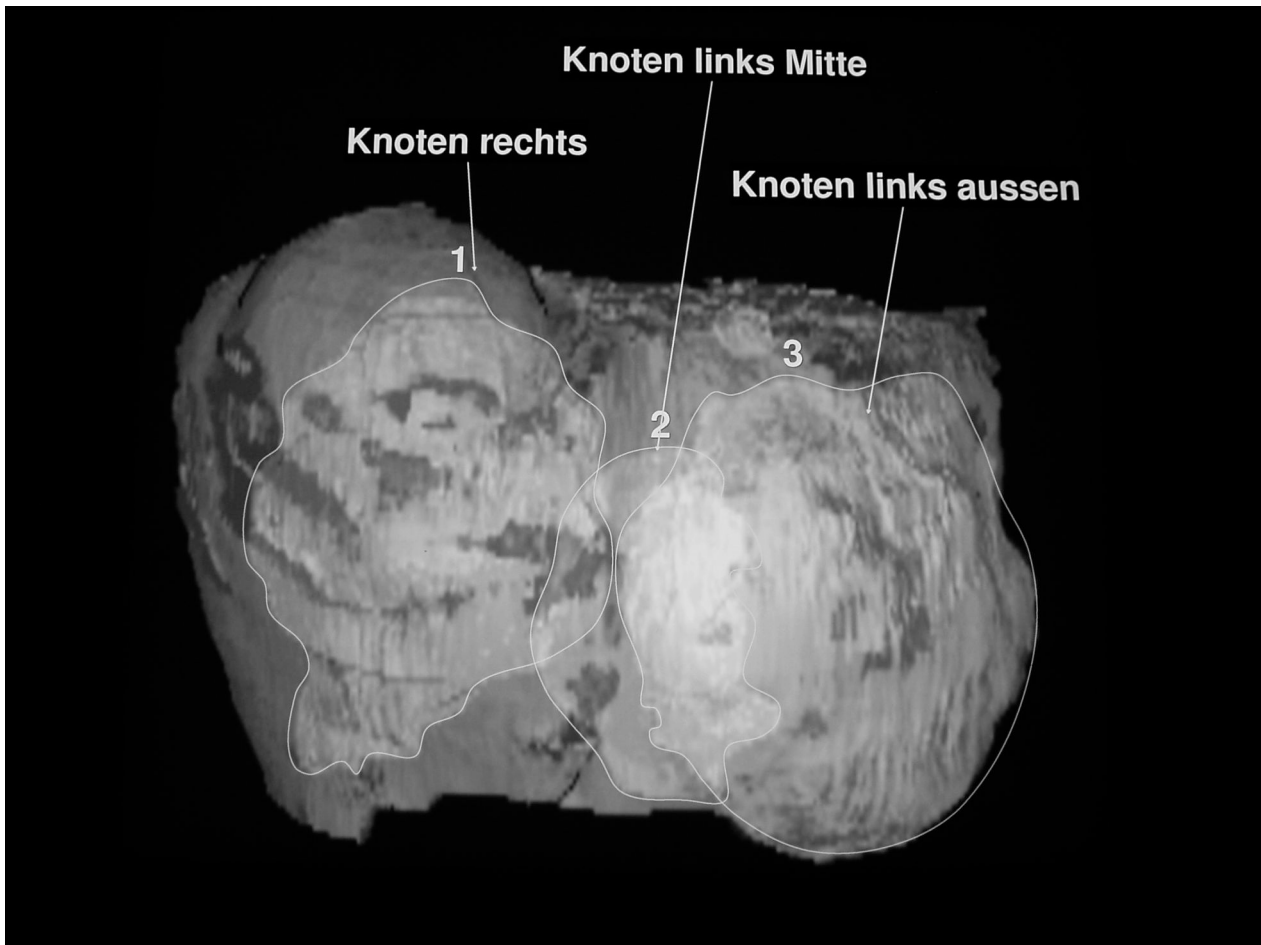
Beispiel für nicht-kugelförmigen Tumor, CT-3D-Rekonstruktion, Tumor hell dargestellt, Pat. Nr. 4, vor erster Therapie.
